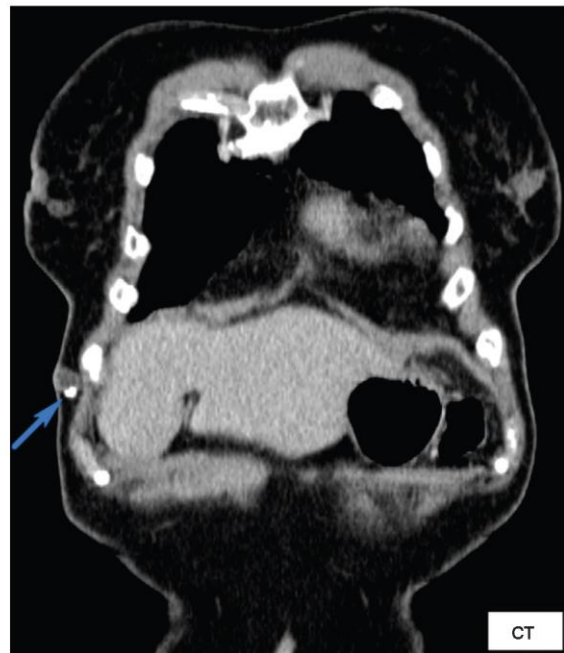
CT imaging, coronal scan. See blue arrow for the calcification
